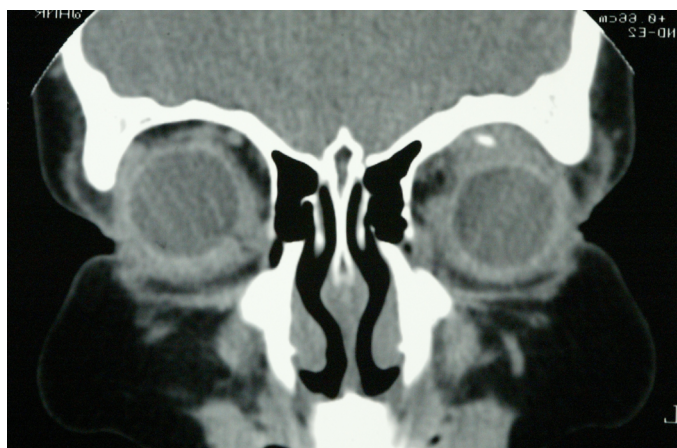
Tomografía computerizada orbitaria en corte coronal. Se aprecia una imagen hiperdensa en la región supero-medial de la órbita izquierda. Está bien delimitada y rodeada por una zona de inflamación difusa que desplaza el globo ocular inferior y lateralmente.
